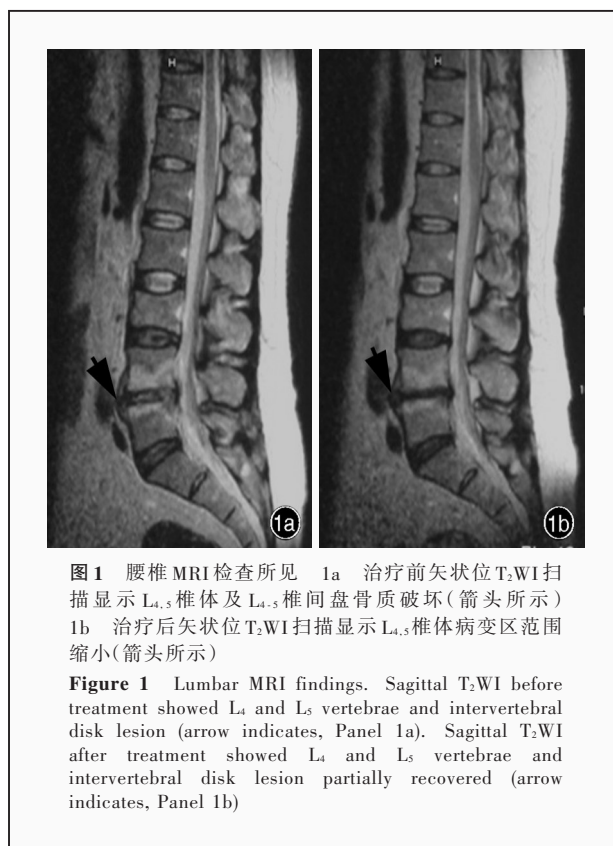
腰椎 MRI 检查所见 1a 治疗前矢状位 T₂WI 扫描显示 L_{4,5} 椎体及 L_{4,5} 椎间盘骨质破坏 (箭头所示) 1b 治疗后矢状位 T₂WI 扫描显示 L_{4,5} 椎体病变区范围缩小 (箭头所示)
